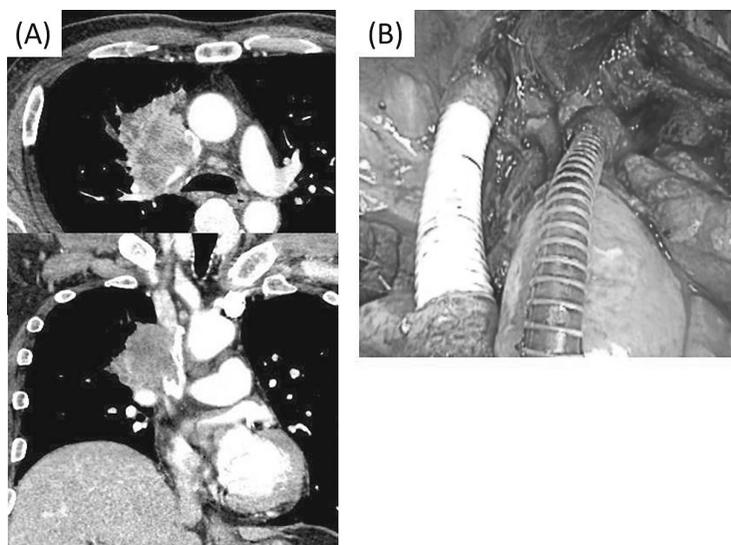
上大静脈浸潤を伴う肺癌に対する集学的治療。(A) 治療前胸部CTでは上大静脈浸潤を認めた。(B) 術前化学放射線治療後、右肺上葉切除術・リンパ節郭清および上大静脈合併切除人工血管再建施行。術後2年9か月無病生存中。
